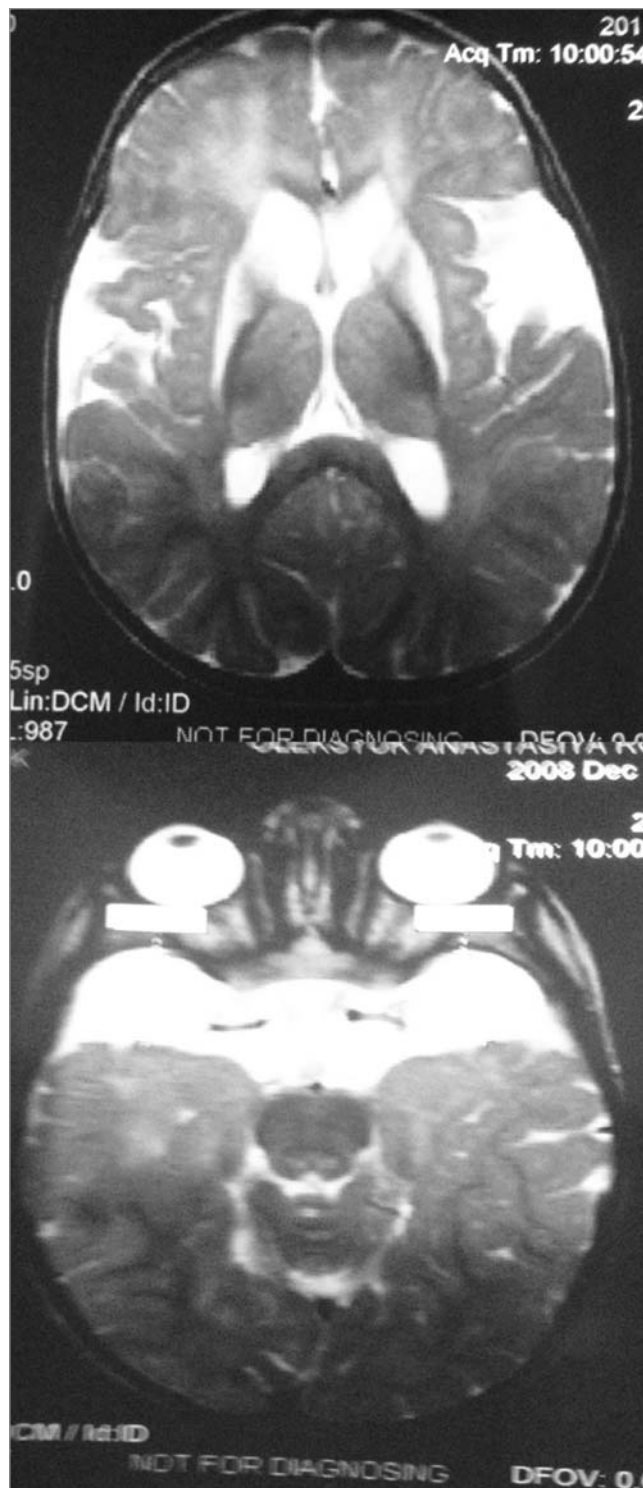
МРТ сібса (виконана у віці 3 роки) з недиференційованим нейродегенеративним захворюванням (susp. глутарова ацидурія 1). Відмічається ідентична рис. 1 МР-картина з наявністю симптому «крила кажана» в поєднанні з двобічним симетричним ураженням базальних ядер (аксіальні зрізи в режимі T2)
